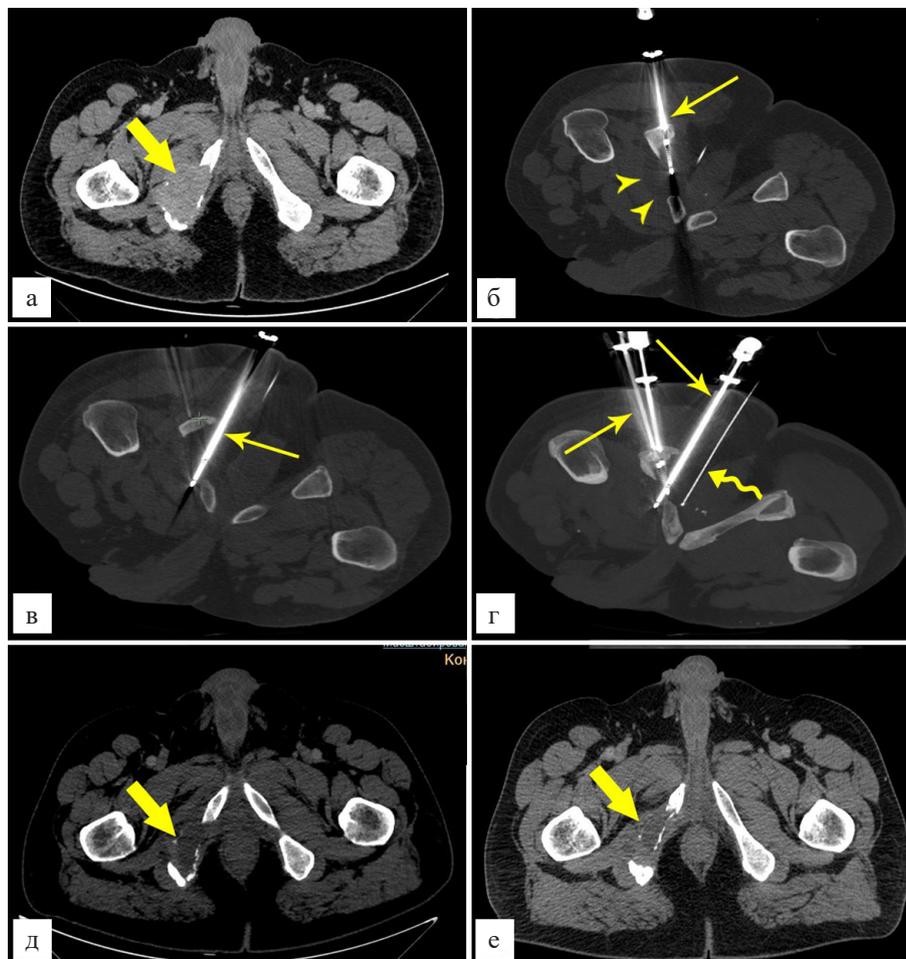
КТ-изображения на уровне таза пациента А., 66 лет, с диагнозом: рак мочевого пузыря T3N2Mb, состояние после цистэктомии с тазовой лимфаденэктомией и деривации мочи по Брикеру. а — метастаз в правой седалищной кости (толстая стрелка), состояние перед локальным лечением; б — контрольный скан на уровне первого криозонда, проведенного в метастаз через седалищный бугор (тонкая стрелка), видны границы ледяного шара (головки стрелок); в — контрольный скан на уровне второго криозонда, введенного интратуморально (тонкая стрелка); г — КТ-реформация толщиной 3 см, видны криозонды (тонкие стрелки) и термопара, установленная к прямой кишке и предстательной железе (волнистая стрелка); д — локальный статус зоны метастатического поражения кости через 10 мес. после криоабляции (толстая стрелка), отмечается уменьшение размеров опухоли, снижение ее плотности за счет крионекроза, е — локальный статус зоны метастатического поражения кости через 17 мес. после криоабляции (толстая стрелка), отмечается частичное восстановление кортикального слоя кости.
